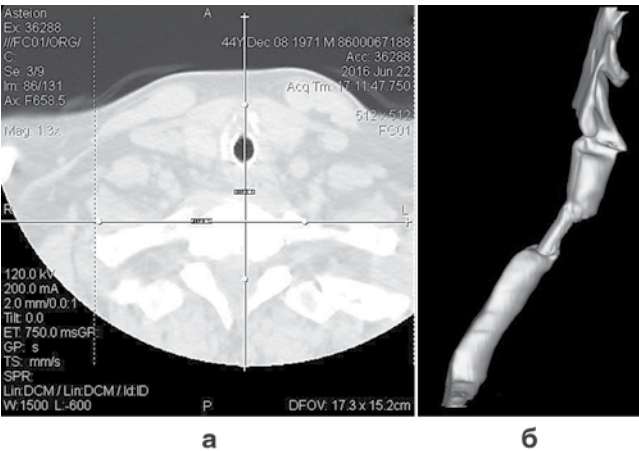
КТ стенозированного участка трахеи с установленным стентом (а) и 3D-КТ-пневмограмма реконструкции трахеи с установленным стентом (б)
